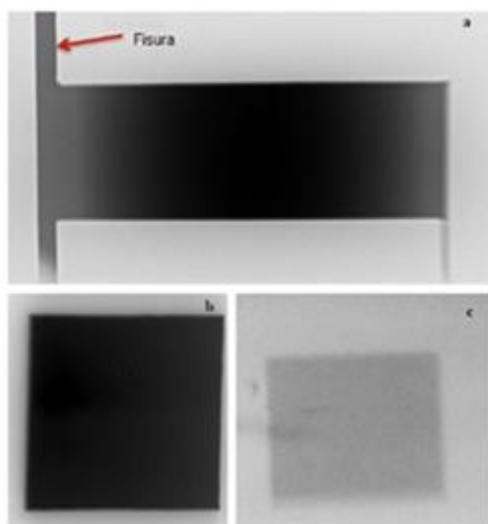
Imágenes de los campos de radiación de evaluación de equipos CBCT (a) I-CAT, (b) PreXion 3D, (c) Kodak 9000 . Fuente: colección de los autores
